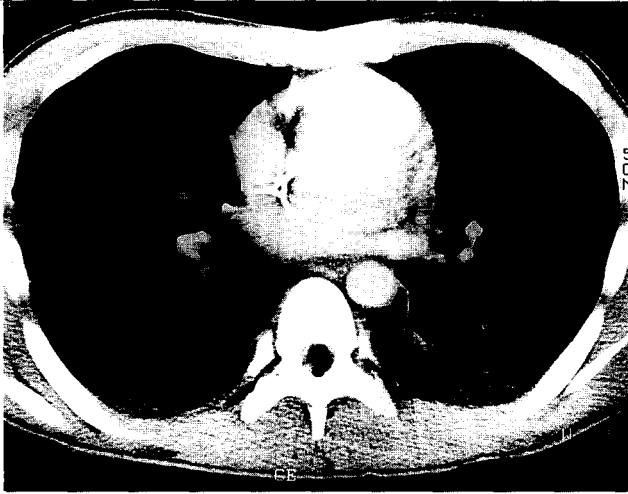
술전 환자의 흉부단층촬영 사진. 양측 흉강내에 흉수가 보인다.
